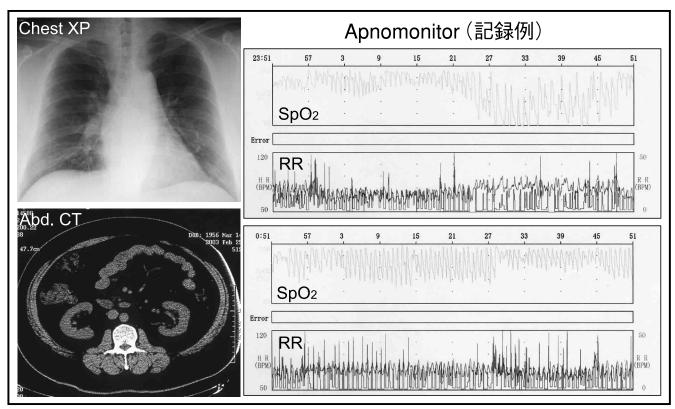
症例1の胸部 XP, 腹部 CT および Apnomonitor 検査所見
